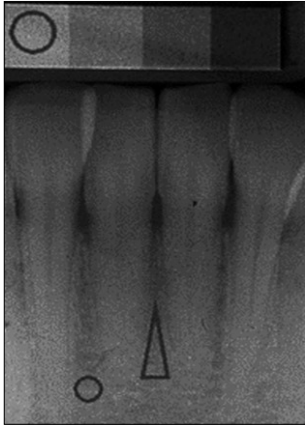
Intraoral x-ray image and region of interest (ROI).
